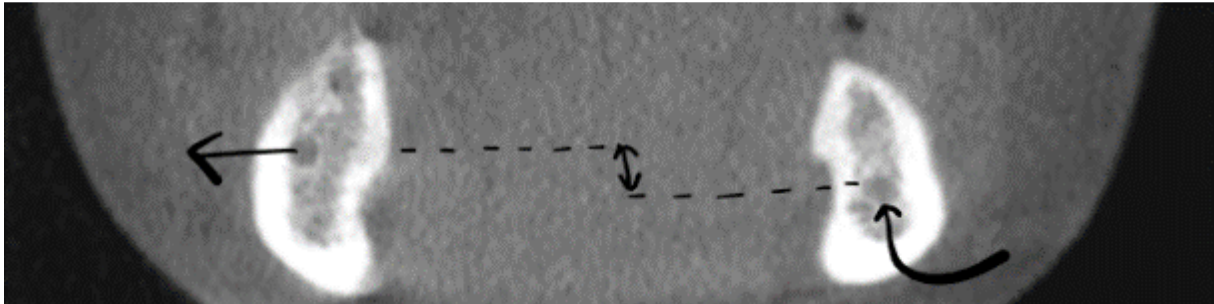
Secțiune CBCT coronală prin mandibulă. Asimetrie bilaterală a canalelor mandibulare, atât verticală cât și bucolinguală.
